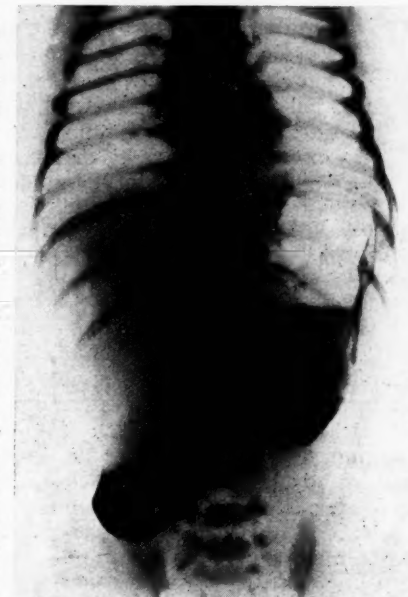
Typisches Röntgenbild der Duodenalatresie: zwei große, durch Kontrast verdeutlichte Gasansammlungen entsprechen dem erweiterten Magen und Duodenum, sonst keine Gasdarstellung im Abdomen
